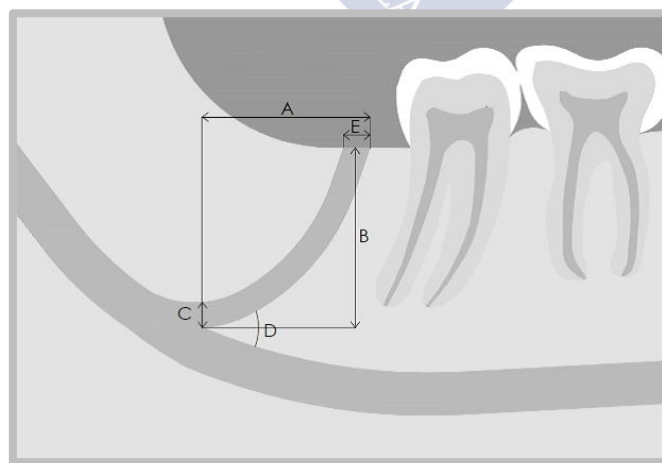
Corte sagital de tomografía computarizada de haz cónico. Características morfológicas de los canales mandibulares (CMs) bífidos. (A) Longitud CM bífido; (B) Altura CM bífido; (C) Diámetro CM bífido; (D) Ángulo CM bífido; (E) Diámetro foramen retromolar.
